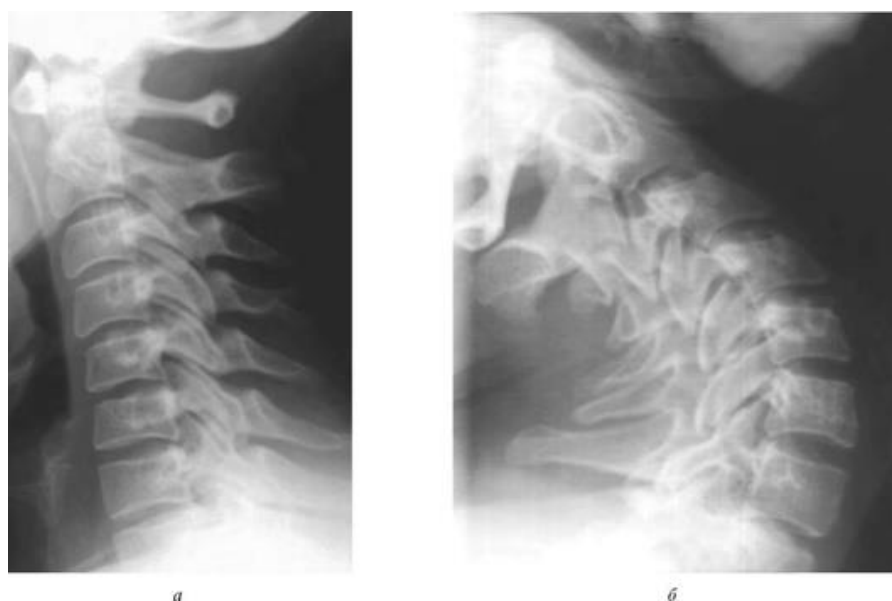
Рентгенограммы шейного отдела позвоночника в боковой проекции: *a* - с максимальным сгибанием; *б* - с максимальным разгибанием
